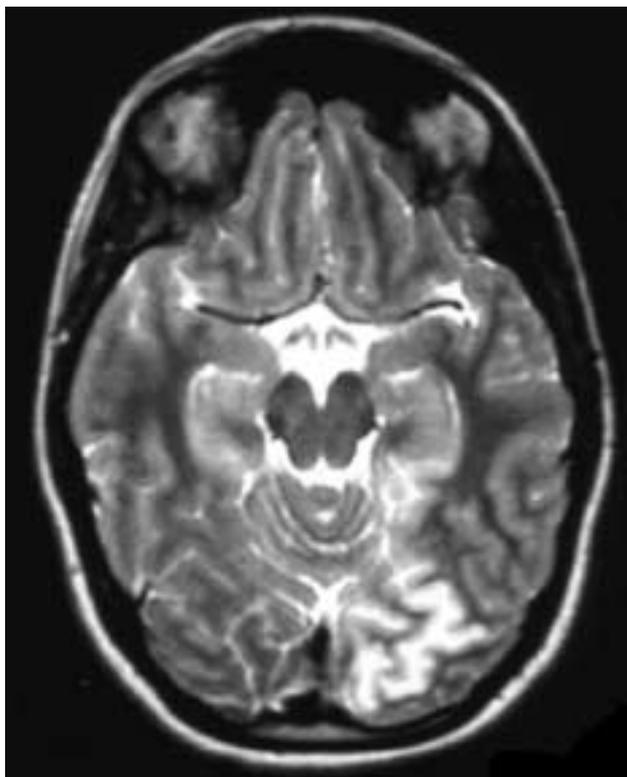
RM potenciada en T2. Lesión hiperintensa parieto-occipital izquierda.
